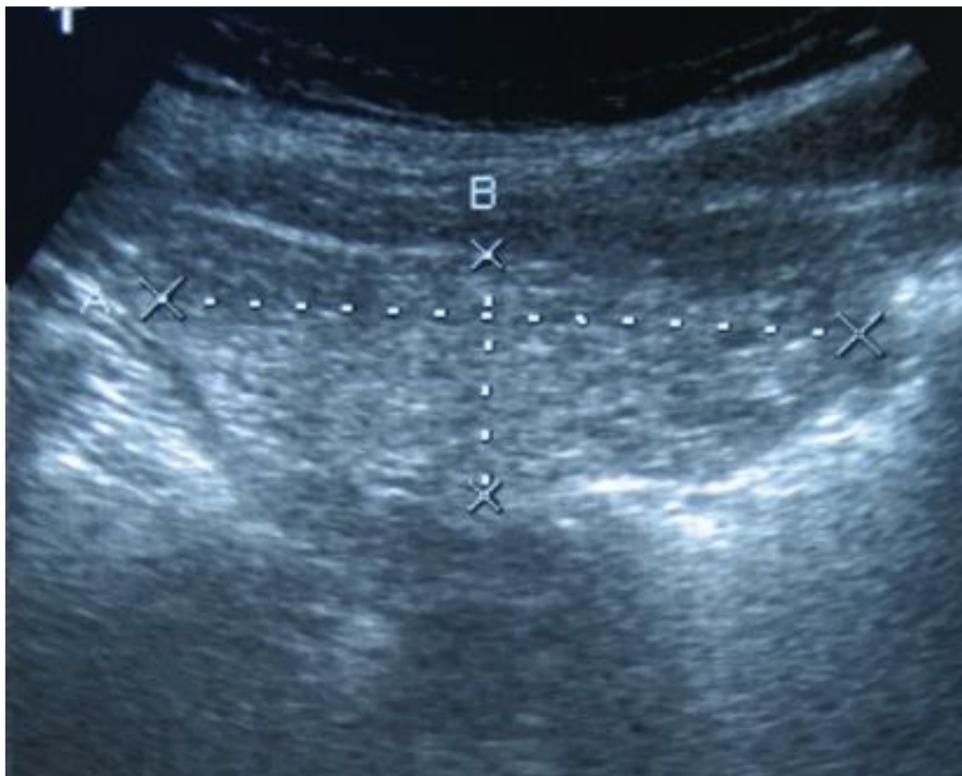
Infarto omental en ecografía, área ovoidea o en “torta” hiperecogénica, con un halo hipoecoico, no compresible, inmediatamente por debajo del peritoneo parietal y que no se desplaza con los movimientos respiratorios.
